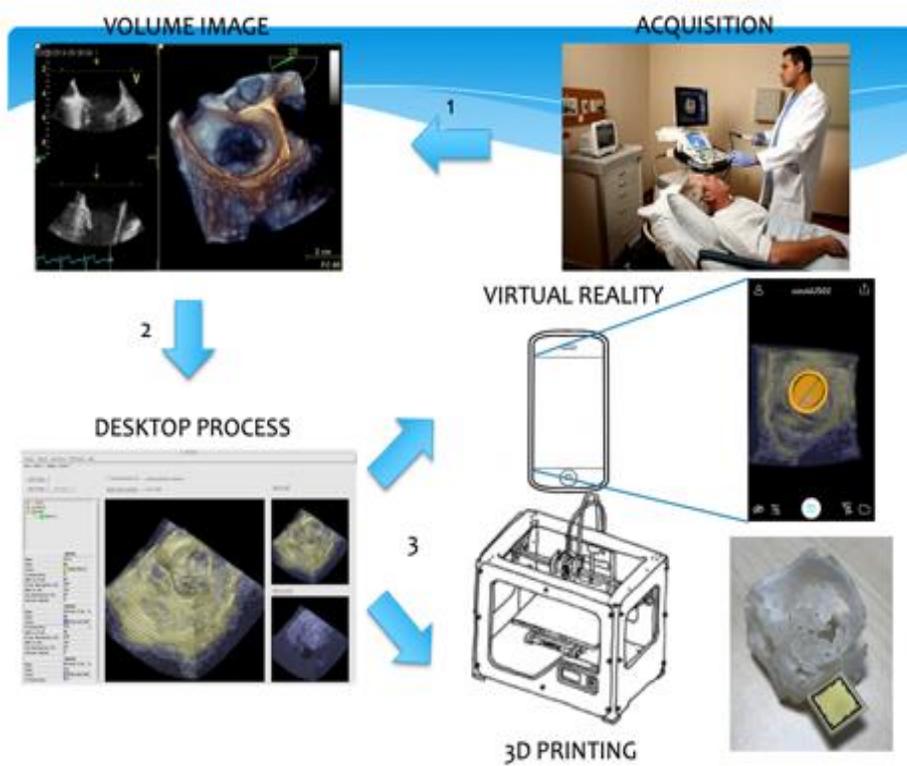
Método para visualização e impressão das imagens 3D em ultrassonografia cardíaca. Fonte: do autor.
